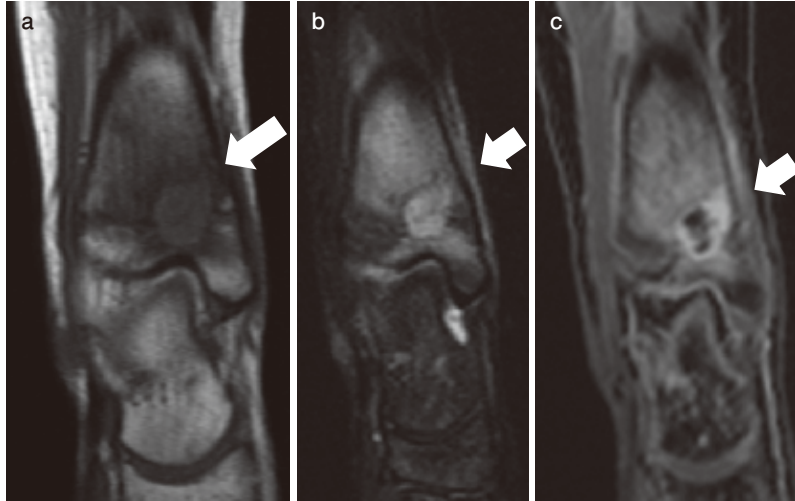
発症 2 カ月後に再検した，入院時右足関節 MRI 冠状断面
